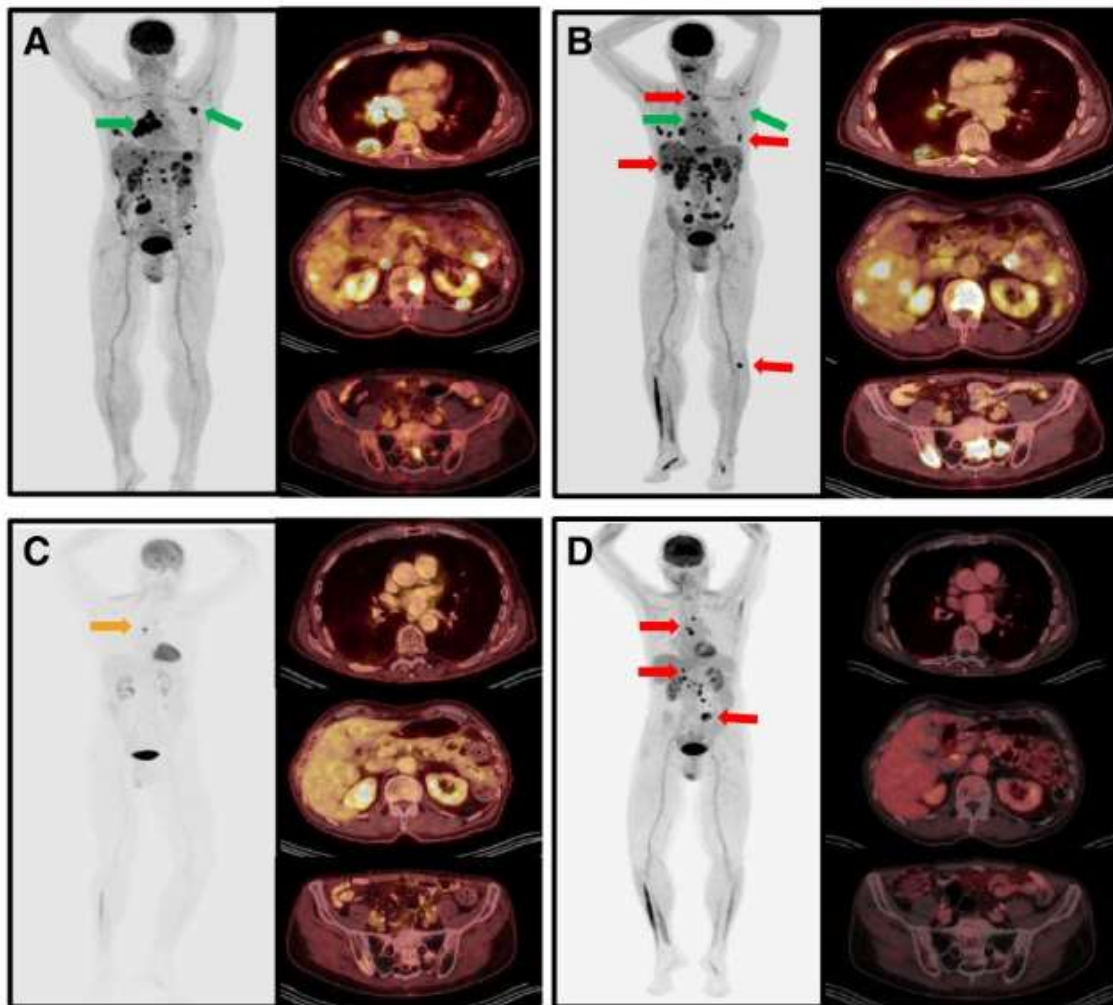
Imágenes evolutivas de PET-TAC obtenidas en el estudio de Domingo-Musibay E et al.²⁷ A – paciente en el momento del diagnóstico. Las flechas verdes indican las lesiones que primero respondieron al tratamiento; B – Paciente a los 3 meses del diagnóstico, tras 4 ciclos de inmunoterapia. Las flechas rojas indican lesiones que se describieron como pseudorecurrencia, por lo que se continuó el tratamiento; C – Resolución subtotal de las lesiones a los 6 meses tras 7 ciclos de inmunoterapia, la flecha amarilla indica un pequeño foco reminiscente; D – paciente a los 12 meses de seguimiento, 2 meses tras abandonar la inmunoterapia por insuficiencia adrenal. En este momento se le reinstaura el tratamiento.
